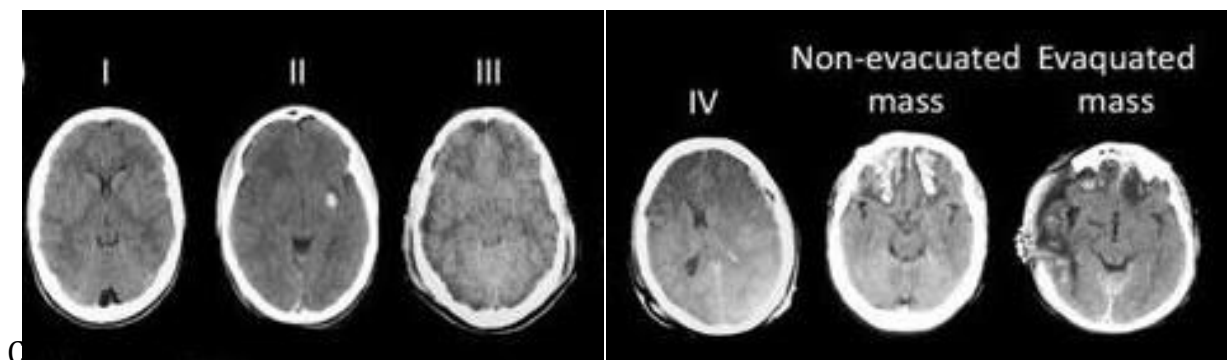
Imágenes de tomografía según Clasificación de Marshall
